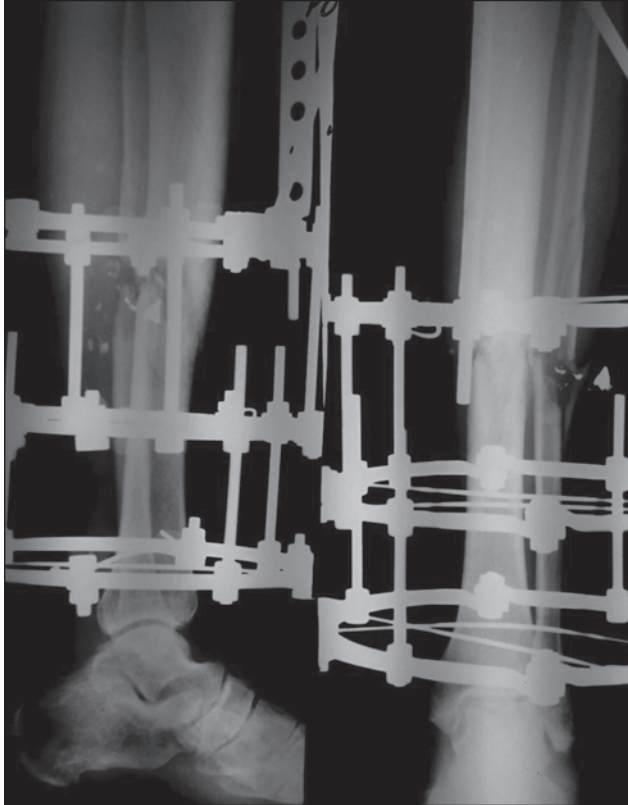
Рентгенограмма левой голени, 30-е сутки
